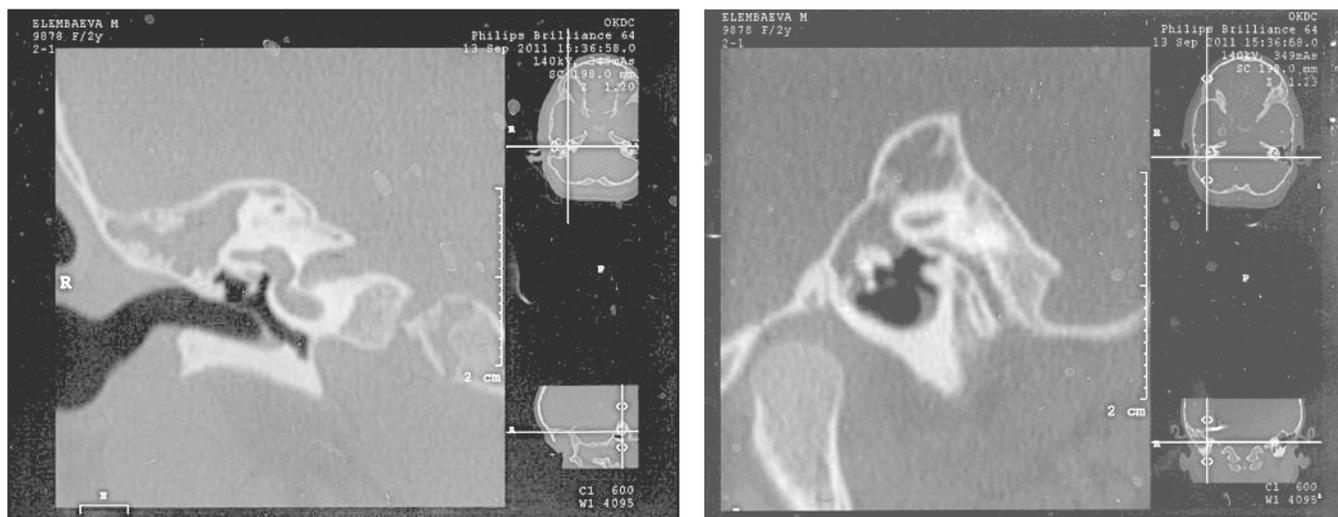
СКТ больной Э., 2 лет. Диагноз: хронический гнойный средний отит, осложненный холестеатомой. На СКТ в коронарной и сагиттальной реконструкциях определяется большая полость, занимающая весь сосцевидный отросток. В аттико-антральной области – холестеатома. Имеется расширение адитуса ад антрум.
